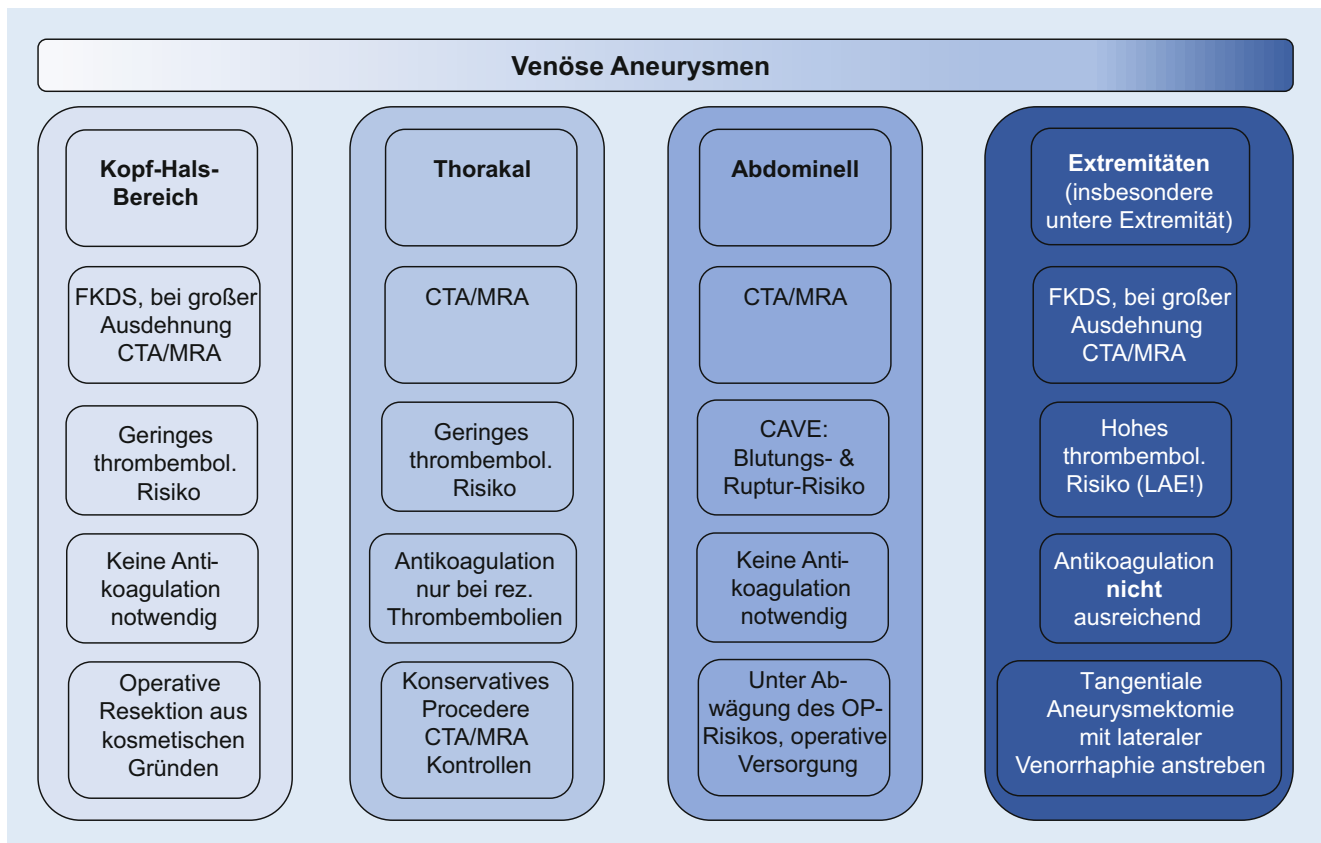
▲ Übersicht über die verschiedenen Lokalisationen der venösen Aneurysmen sowie der notwendigen Diagnostik und assoziierten Therapie. CTA computertomographische Angiographie, FKDS farbkodierte Duplexsonographie, MRA Magnetresonanztomographie, LAE Lungenarterienembolie, OP Operation
